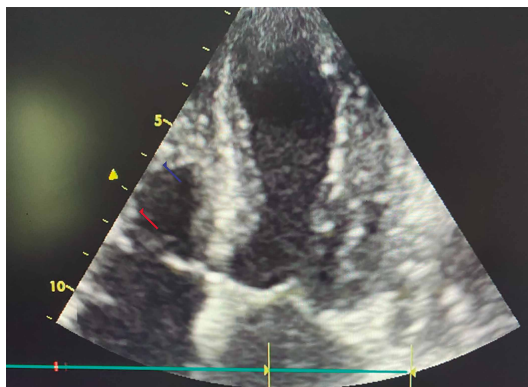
Ecocardiograma transtorácico que muestra alteración segmentaria de la motilidad parietal, aquinesia del ápex verdadero (indicador rojo) y compromiso de los cuatro segmentos apicales (indicador azul).
